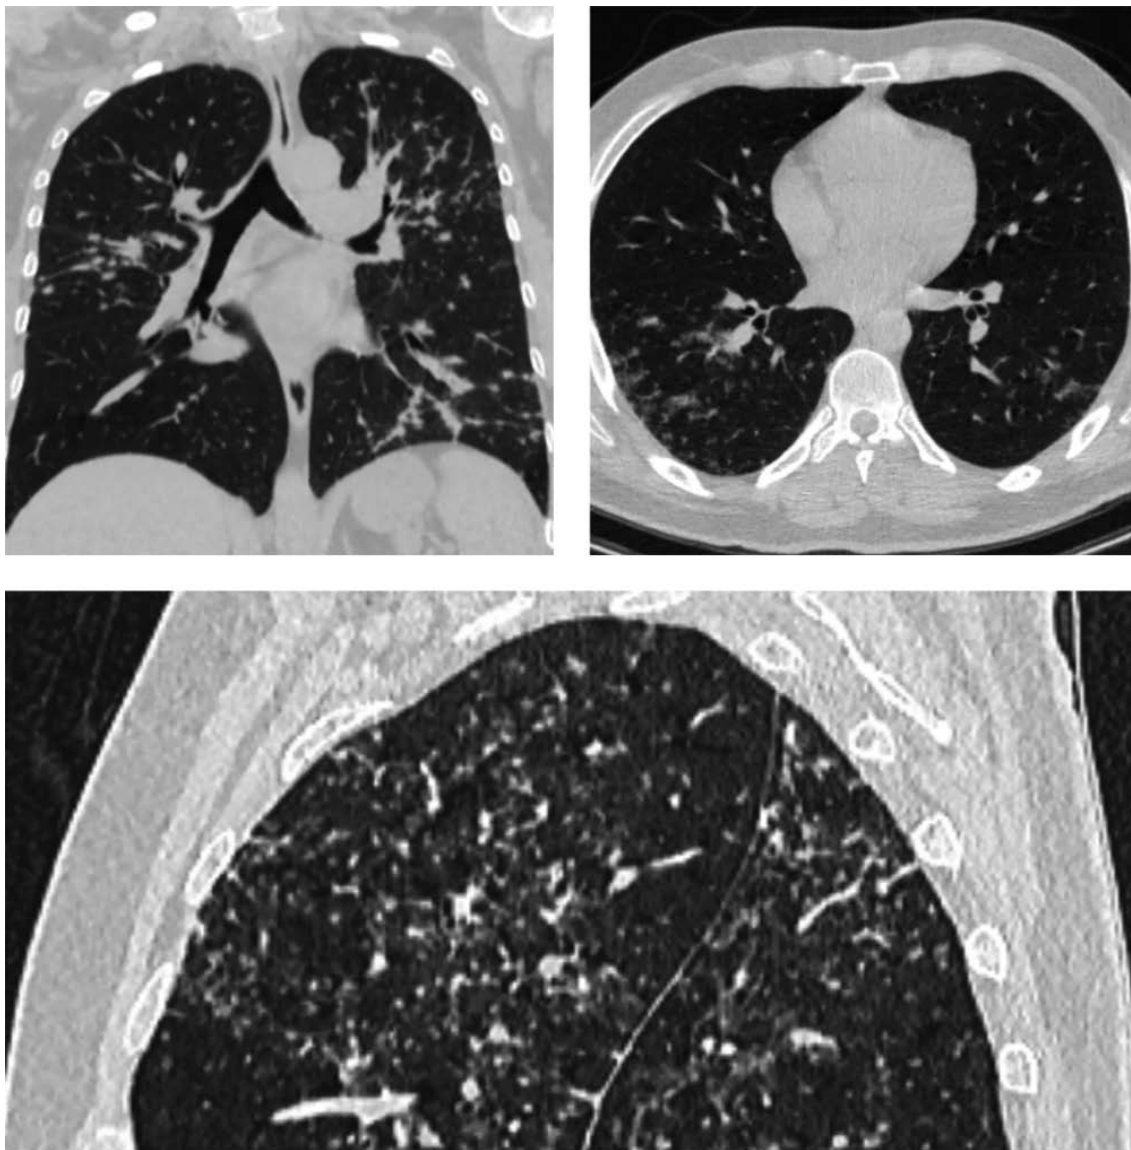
МСКТ-изображения диссеминированных заболеваний легких
